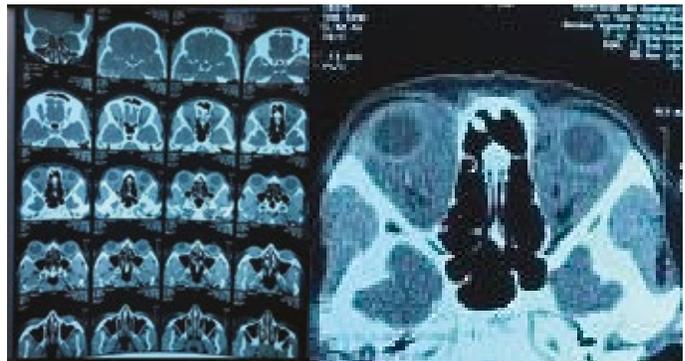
Tomografía de orbita corte axial
